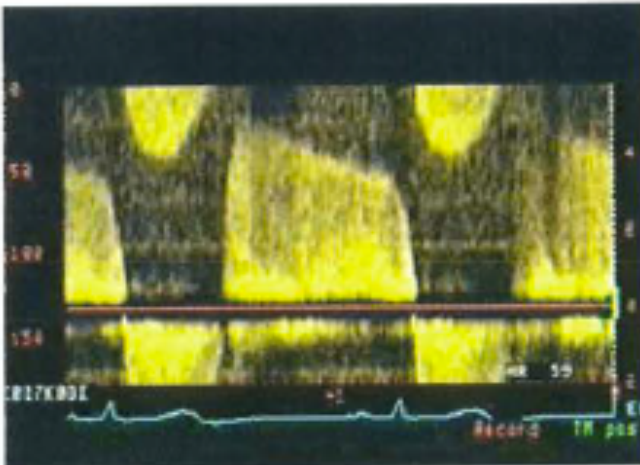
Flujo diastólico de IAO por Doppler continuo.
